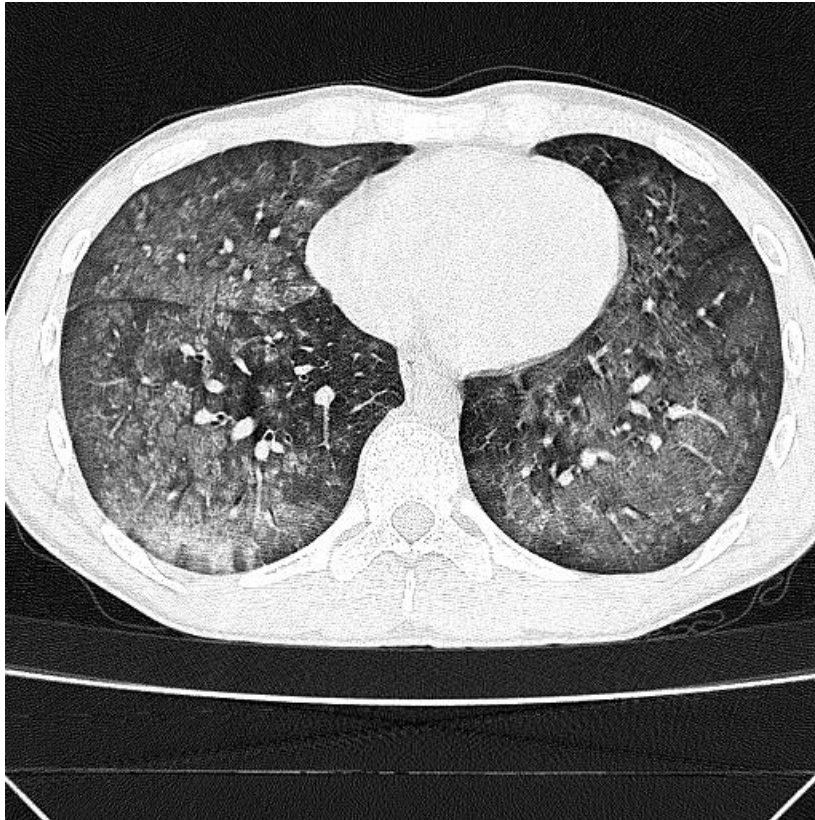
CT Lungenhämosiderose 2
